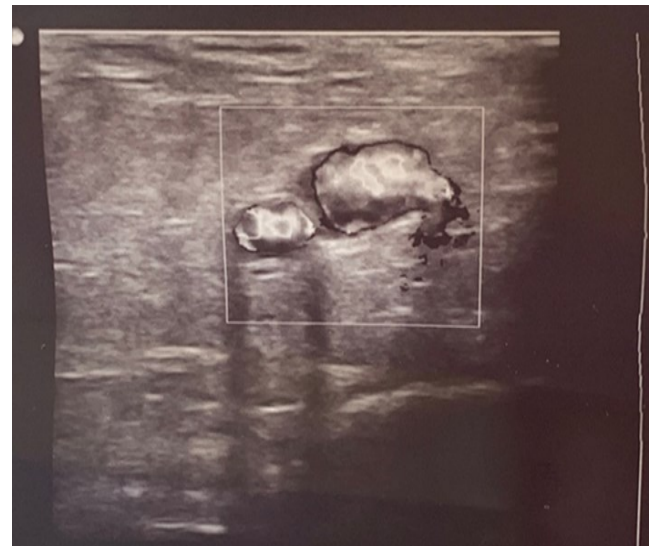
échodoppler des inférieurs membres montrant un thrombus
